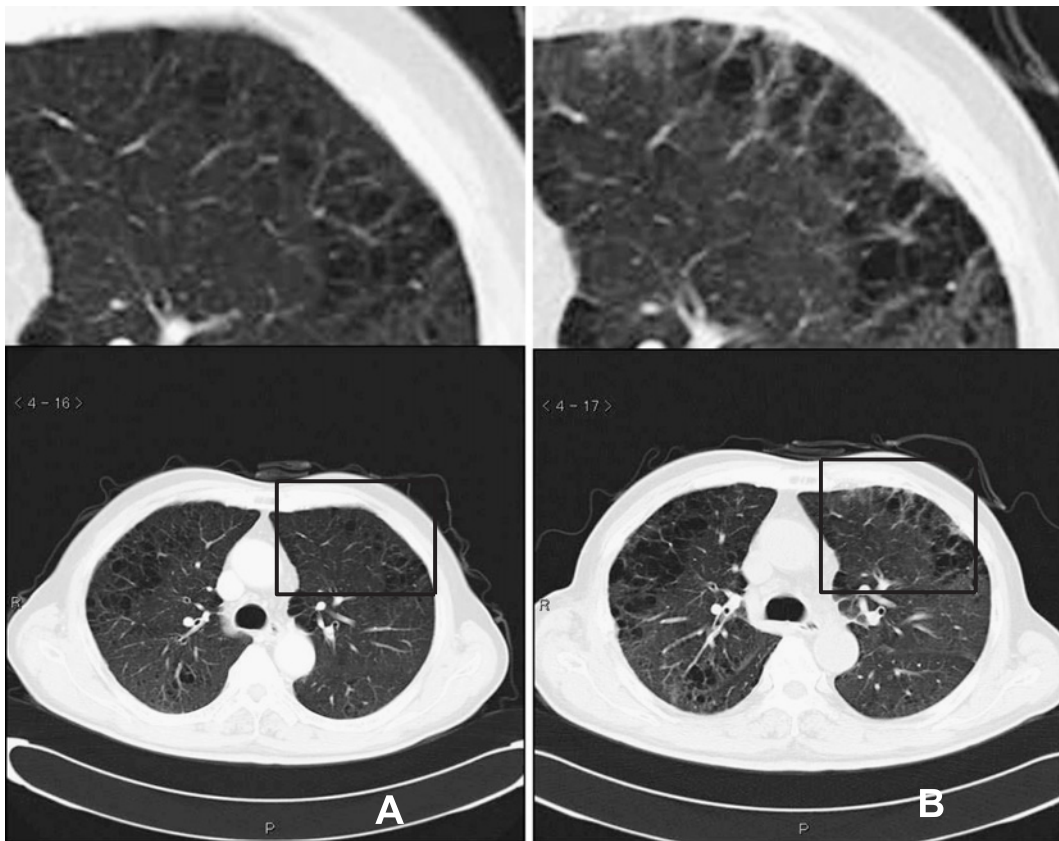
A: Chest CT before surgery. B: Chest CT before development of ARDS. Mild degree of interstitial changes are evident in the left upper lung field.
